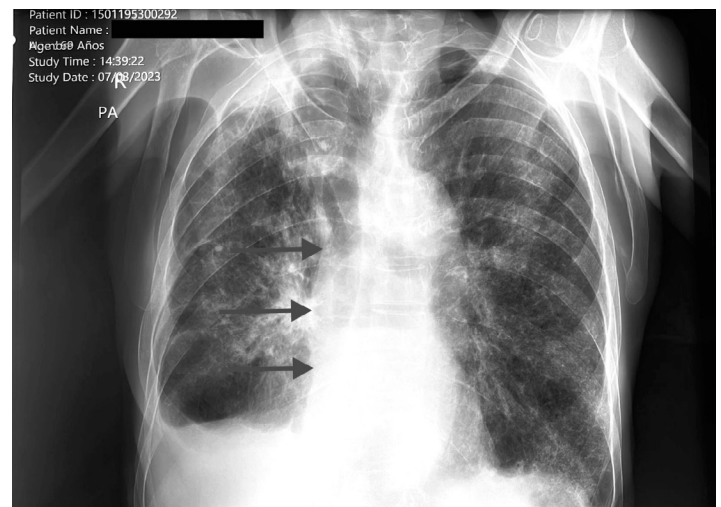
Radiografía de tórax de paciente con megaesófago chagásico y tuberculosis pulmonar.
